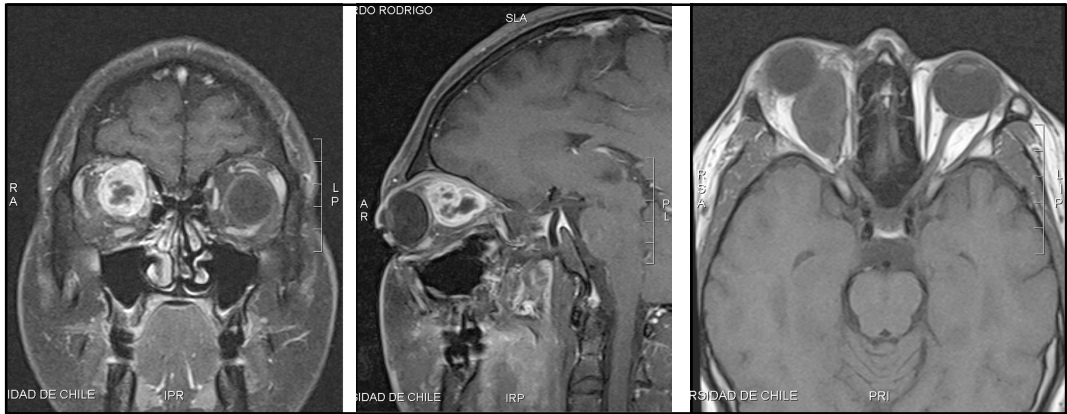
Resonancia nuclear magnética de paciente 2. Se observa gran masa retroorbitaria derecha que desplaza el globo ocular. Las dos imágenes de la derecha muestran captación de gadolínico por el tumor.
